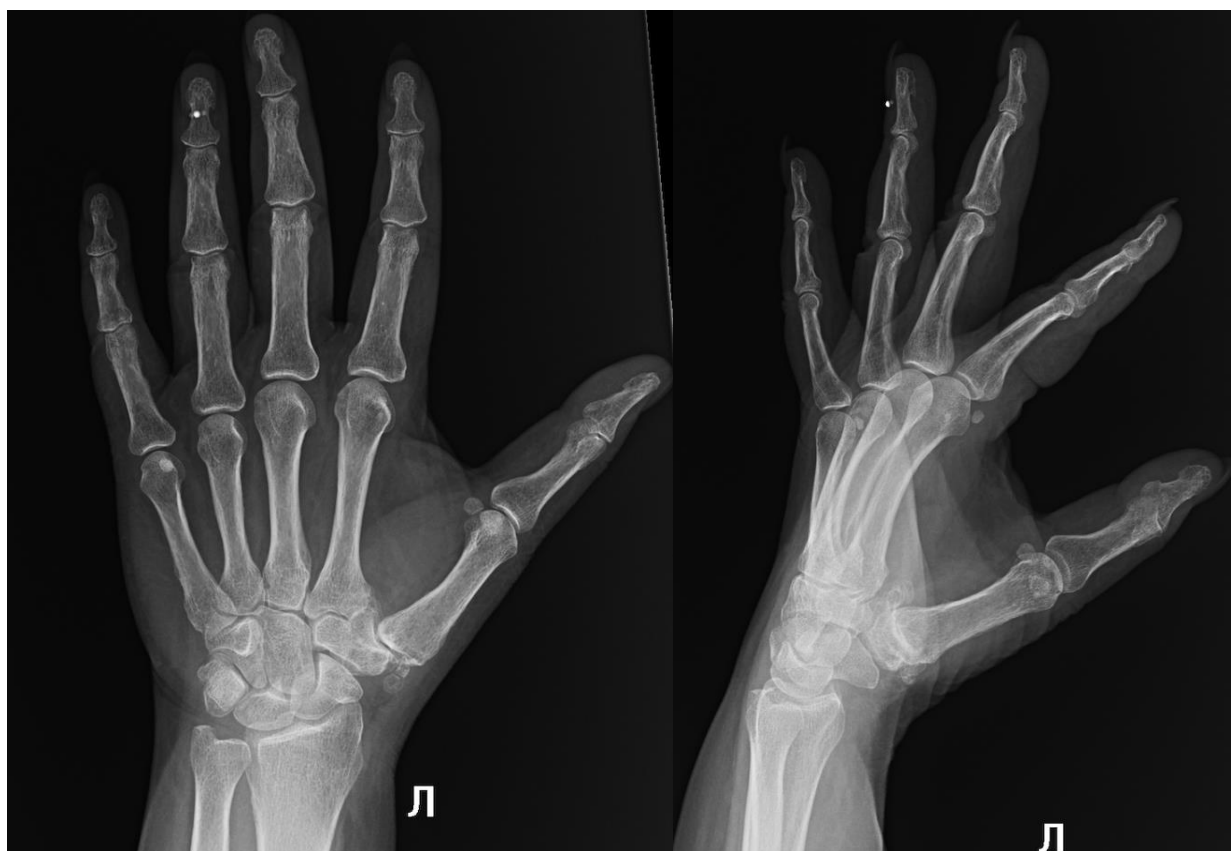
Рентгенограмма левой кисти в прямой и боковой проекциях при поступлении пациентки в стационар: III стадия остеоартроза первого запястно-пястного сустава левой кисти по классификации Eaton-Littler, рентгенологические признаки значительной деструкции сустава, выраженное сужение суставной щели, склеротические изменения субхондральной кости, остеофиты размером более 2 мм, отсутствуют признаки поражения близлежащих суставов (собственные наблюдения).
